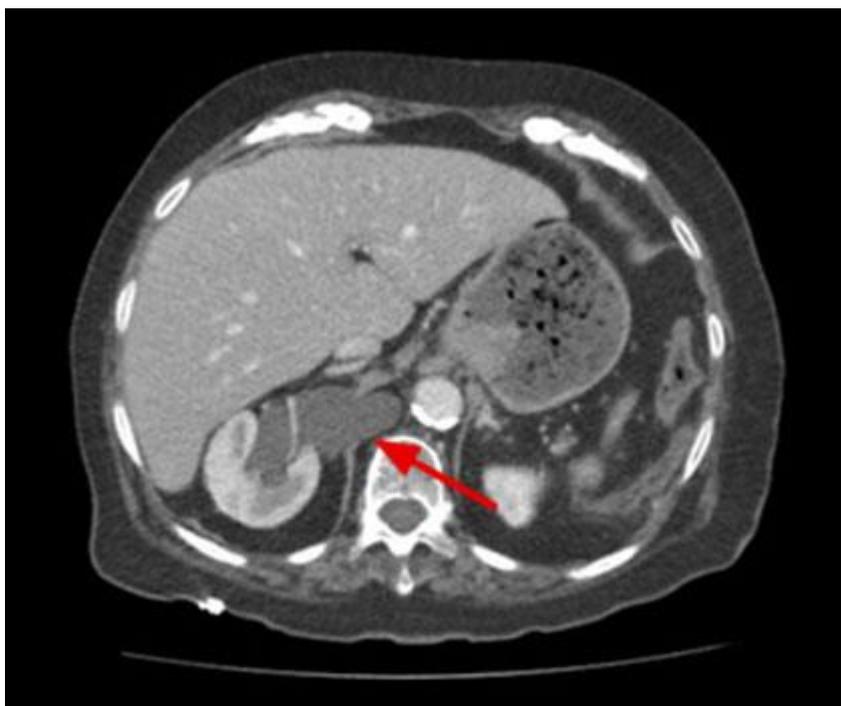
Corte de TAC en plano axial. Herniación posteroinferior del uréter derecho a través del pilar diafragmático ipsilateral (flecha).
